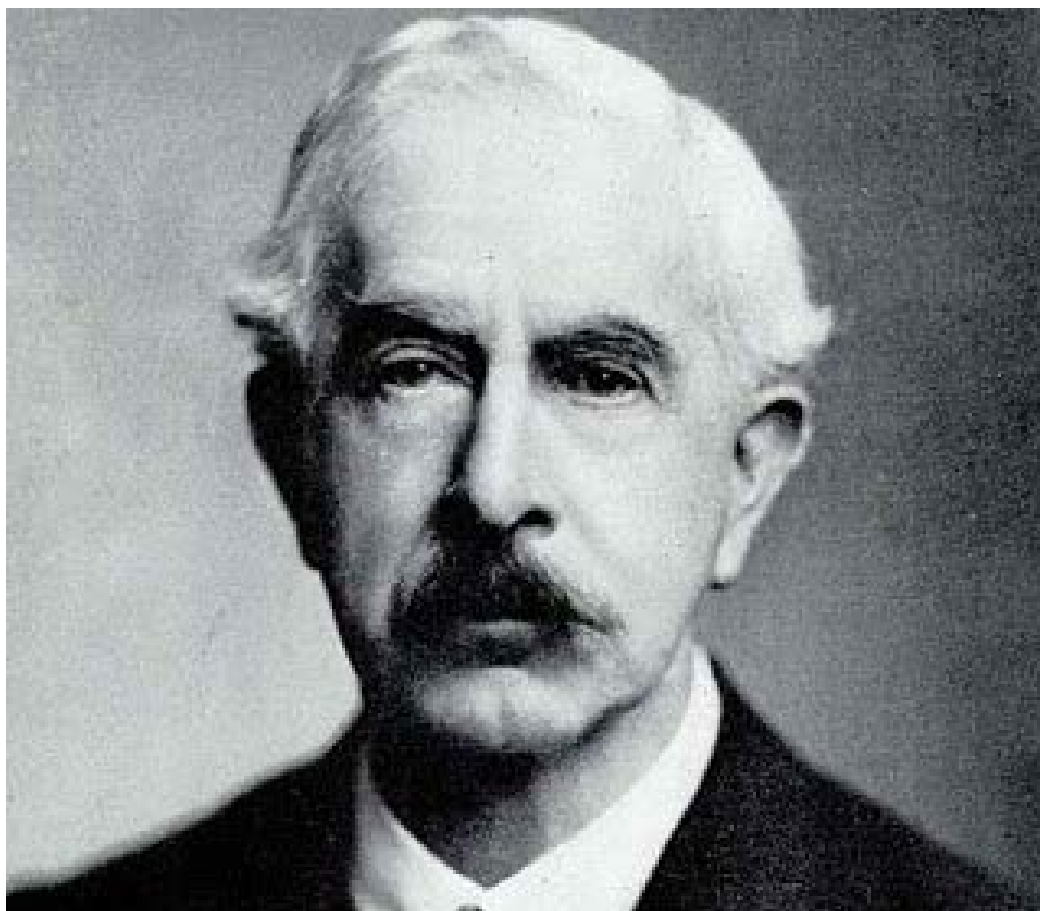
Οι RM Zollinger και EH Ellison, δάσκαλος και μαθητής (Ohio State University, USA).
